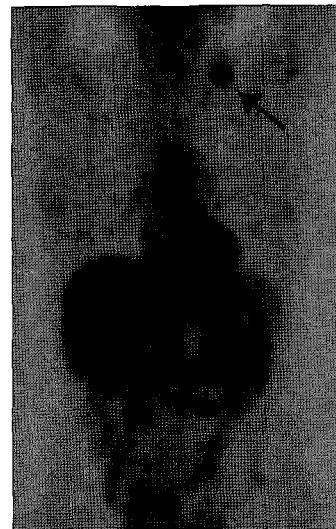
Positron emission tomographic image scanned at March 2008. Metastasis in left neck lymph node (arrow) was noted.
